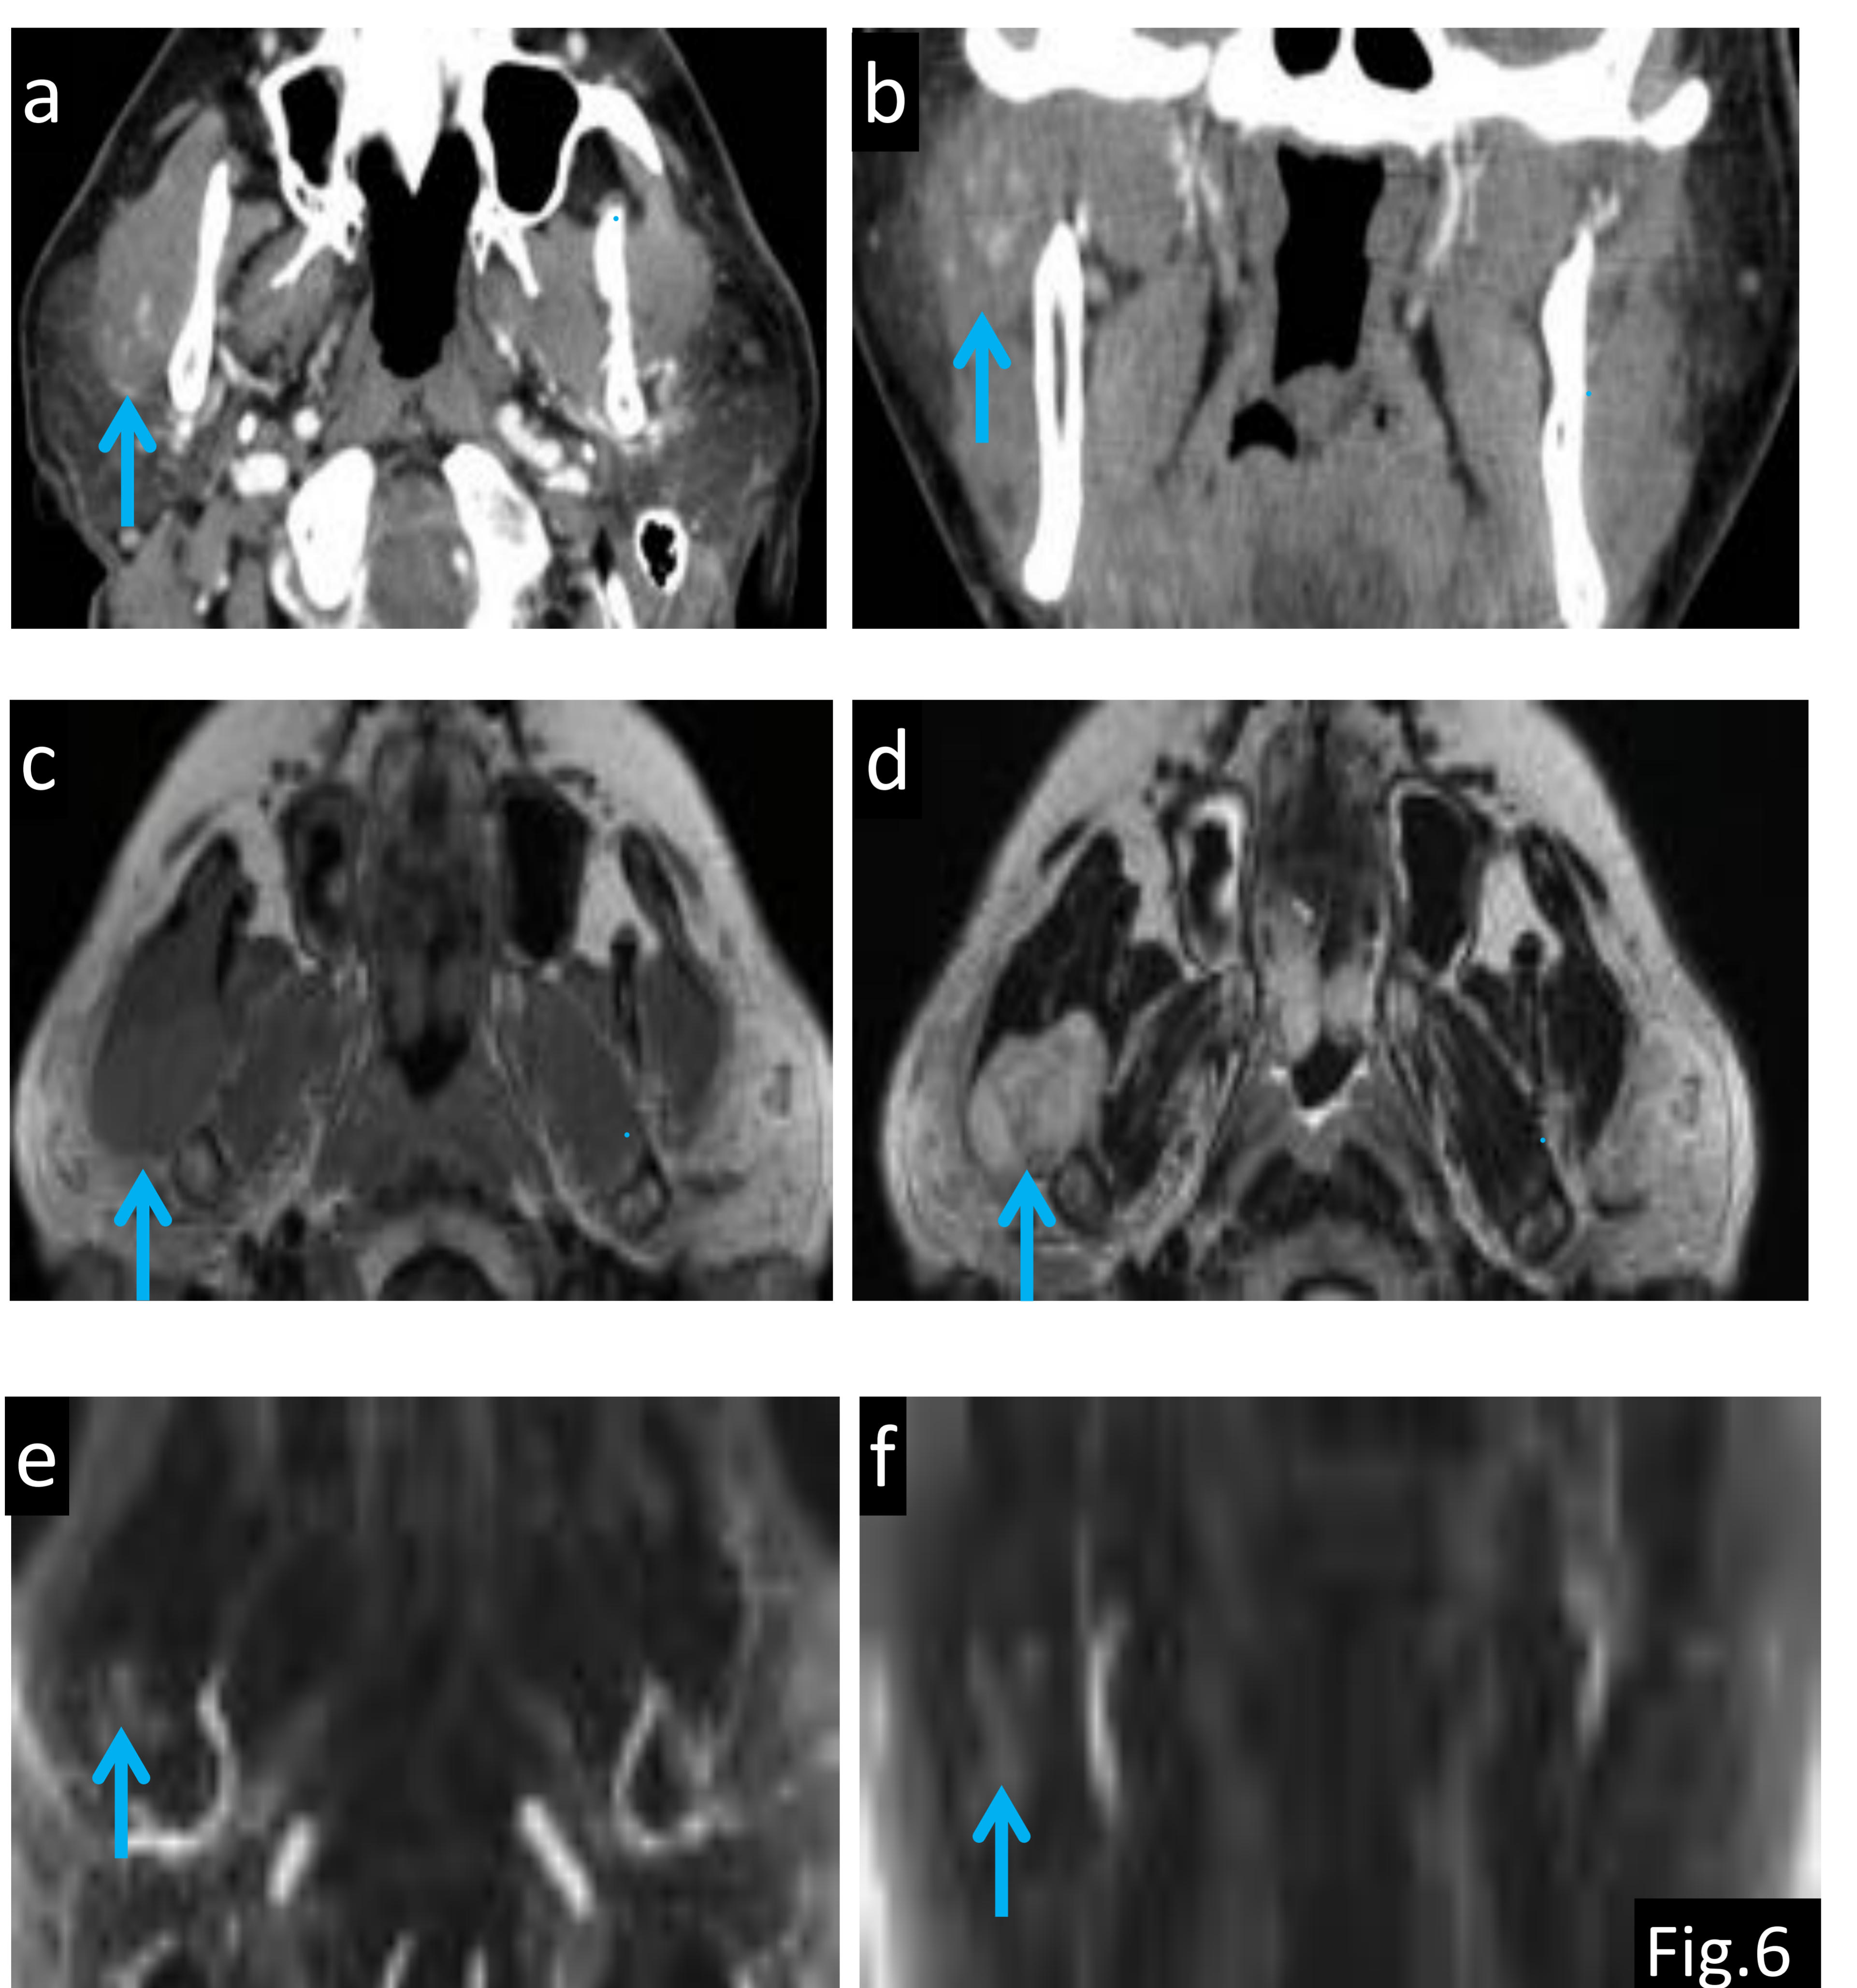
Varón de 43 años de edad con sospecha de tumor parotídeo derecho. a) TC axial con CIV, b) TC coronal con CIV: se identifica aumento de tamaño del músculo masetero derecho (flechas) con presencia de áreas nodulares de captación de CIV comparando con el contralateral; c) axial T1, d) axial T2: se demuestra la presencia de una lesión bien definida intramesetérica que es predominantemente isointensa en T1 e hiperintensa en T2; e) RM venografía axial y f) RM venografía coronal: se visualiza una malformación venosa intramasetérica que simula la presencia de un tumor. Referencia: Departamento de Radiología, Hospital Universitario Severo Ochoa, Madrid/España. 2018.
